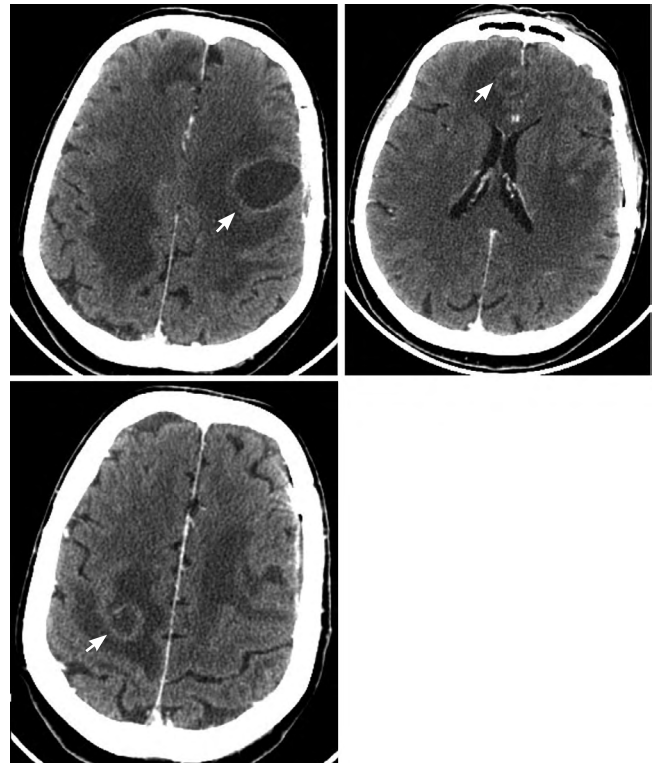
МСКТ головного мозга пациентки Р. с контрастным усилением через 1 мес после операции.
